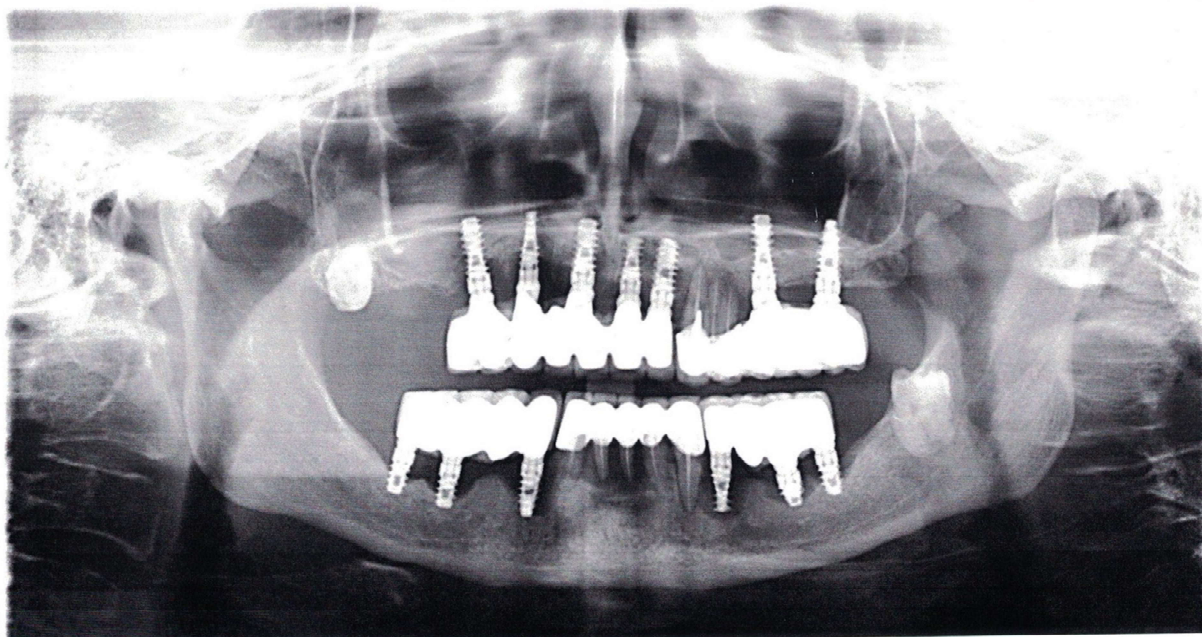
Панорамна рентгенографія пацієнтки Б. на момент звернення через 4 роки після протезування
